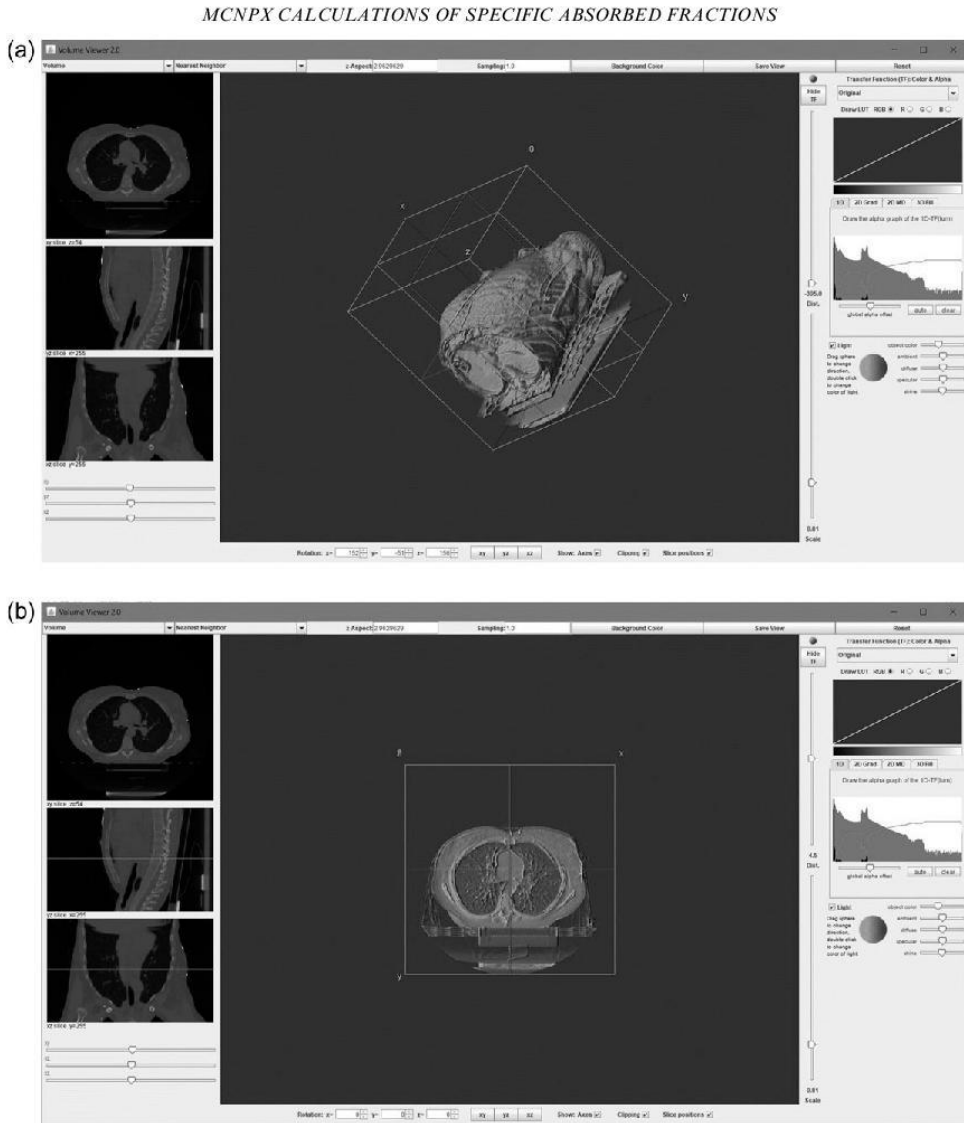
Thorax CT scans in ImageJ 3D viewer and cross-section of thorax. (a) Raw CT data images of a thorax before processing in the ImageJ 3D viewer. (b) Cross-section of the thorax.
